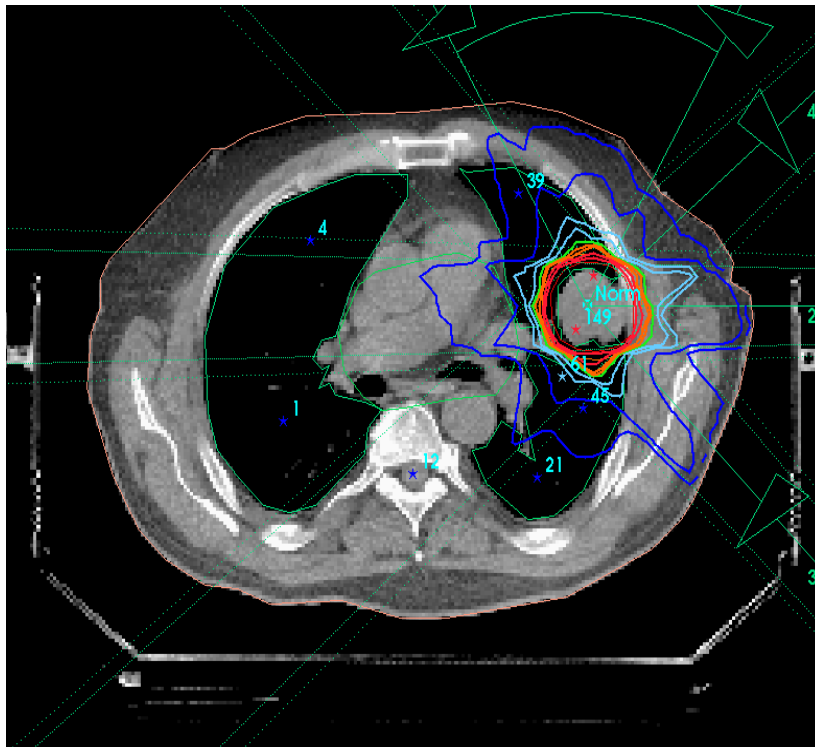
Beispiel für eine stereotaktische Bestrahlung im Thoraxbereich. Zu sehen ist ein CT-Schnittbild durch das Bestrahlungsvolumen. Überlappend sind farblich die Isodosen für die Bestrahlung des Tumors dargestellt. Es ist ersichtlich, dass ein sehr steiler Dosisgradient um das Tumorgewebe herum erzielt wird, um die angrenzenden Gewebe möglichst gering zu exponieren.
